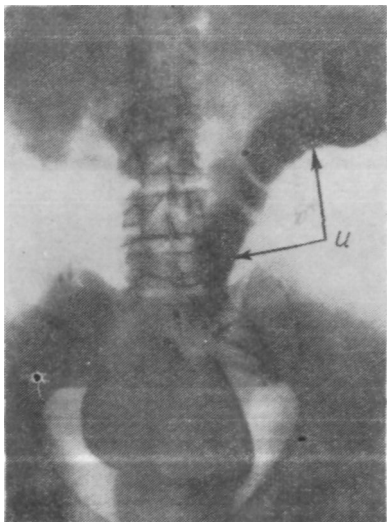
Рентгенограмма толстого кишечника, илеотрансплантата (u) и прямой кишки больного К.
